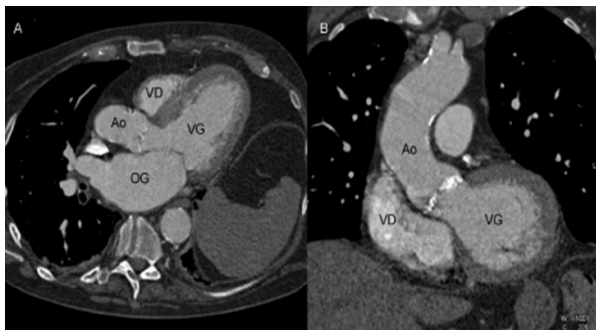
Evaluation par MSCT de l'anneau aortique. La vue sagittale (A), qui correspond à la vue parasternale grand-axe de l'échographie, mesure un diamètre de l'anneau aortique plus petit que la vue coronale (B), soulignant la forme elliptique de l'anneau valvulaire.
